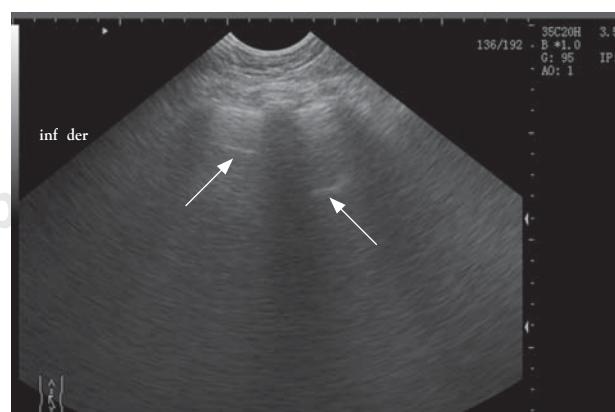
Ultrasonido de pulmón durante el ensayo de respiración espontánea de aspecto normal por predominio de líneas A (flechas) (caso 21).
